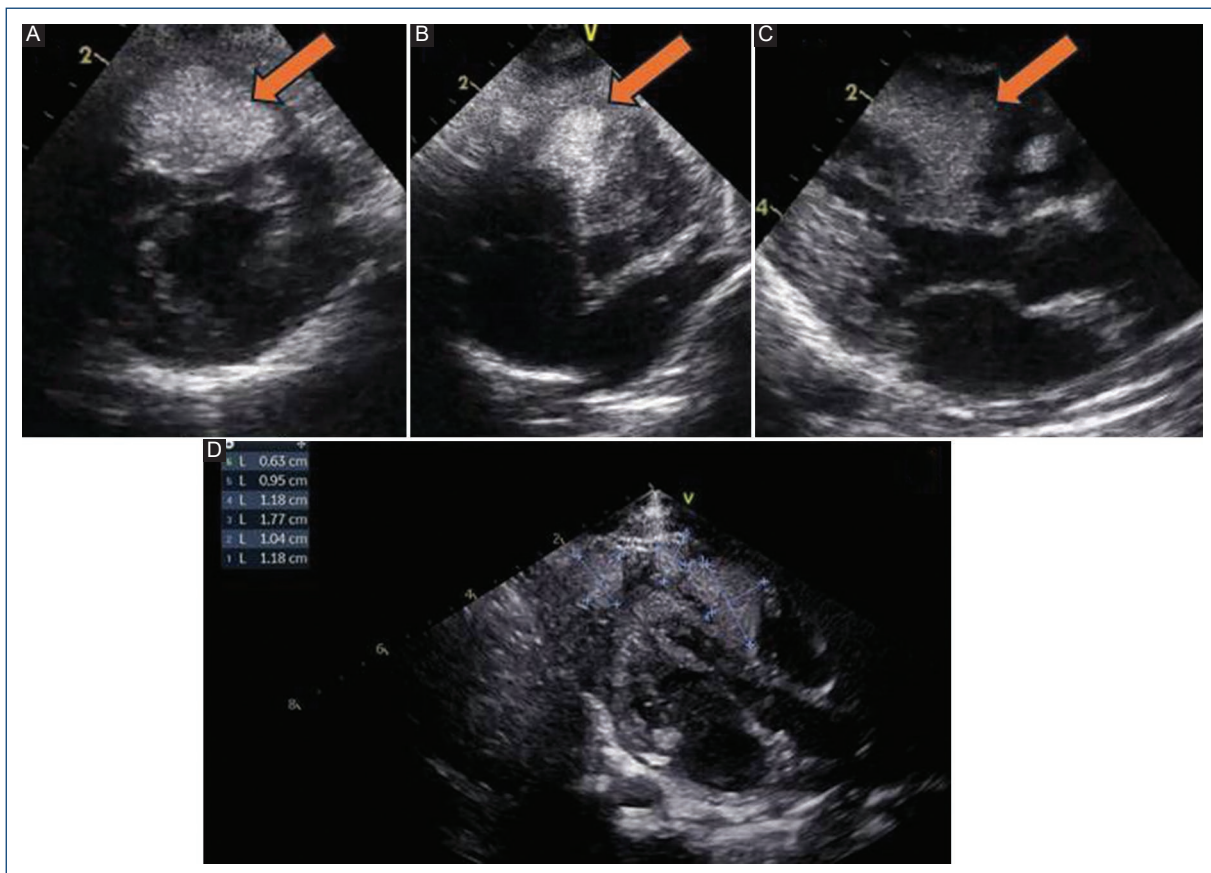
Ecocardiograma del paciente 2 previo al inicio del tratamiento. A: eje corto paraesternal, se observa un rabdomioma sobre el septo interventricular (flecha). B: eje apical de cuatro cámaras, la flecha señala un gran rabdomioma sobre el ventrículo derecho. C: eje largo paraesternal, la flecha señala un rabdomioma que ocupa gran parte del ventrículo derecho. D: eje largo paraesternal, se observan las medidas de los múltiples rabdomiomas sobre el ventrículo derecho y la punta del ventrículo izquierdo.
